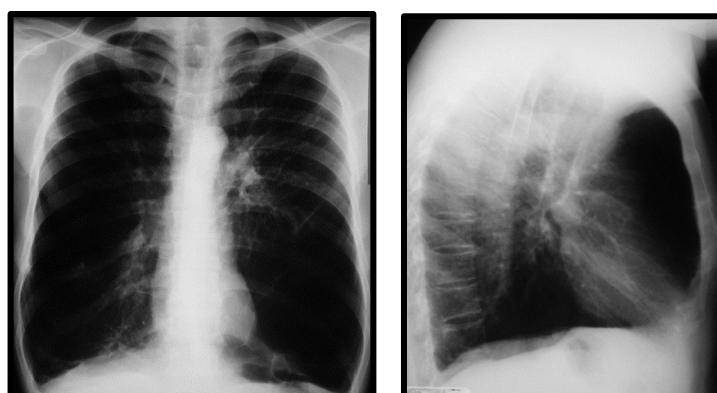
radiographies thoraciques de face et de profil montrant une distension thoracique
